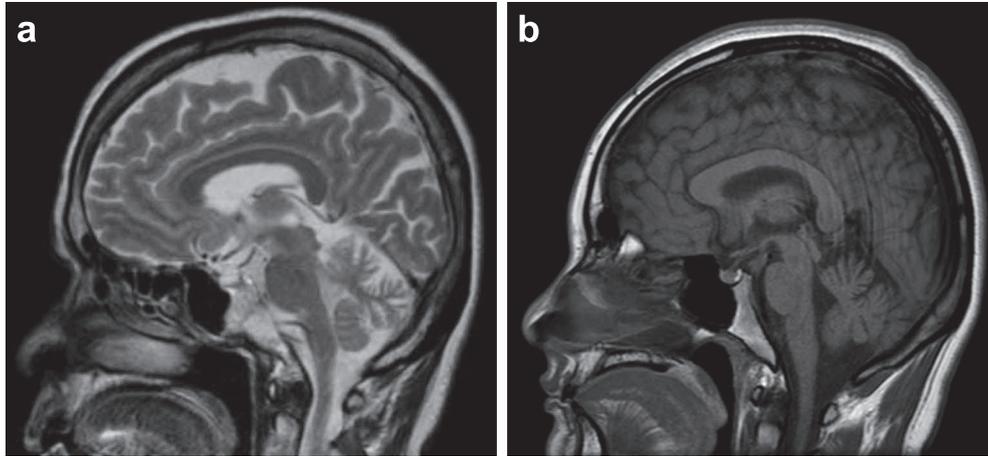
Sagittal magnetic resonance imaging (MRI) scans of both patients.
